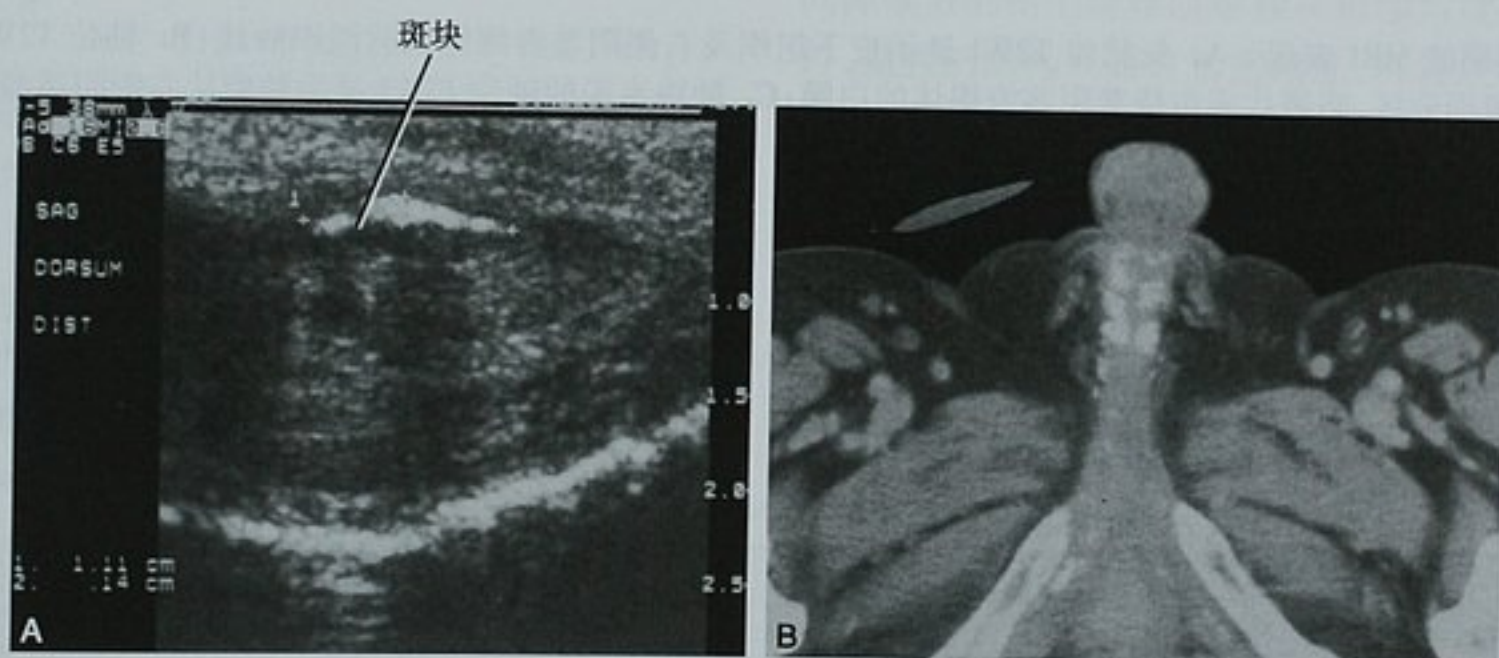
阴茎纤维性海绵体炎的影像学表现。A. 阴茎海绵体的矢状位超声图像显示在视野浅层内发现强回声伴轻度声影的斑块；B. 同一患者的轴位 CT 图像显示在两侧海绵体内都存在钙化斑块
